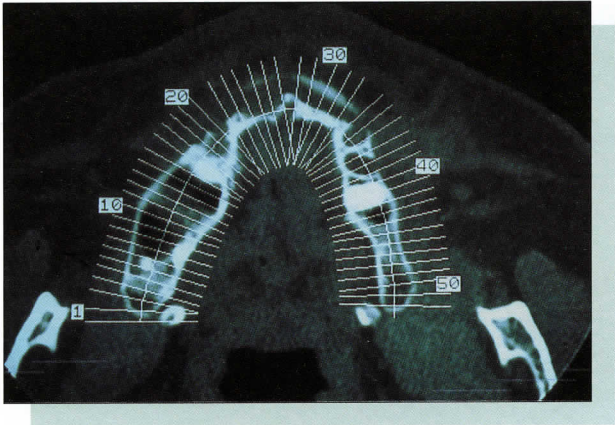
Tomografía axial computada maxilar del paciente de las figuras 2-4, con cortes según el programa Dentascan, donde se observa la extrema atrofia ósea maxilar.
